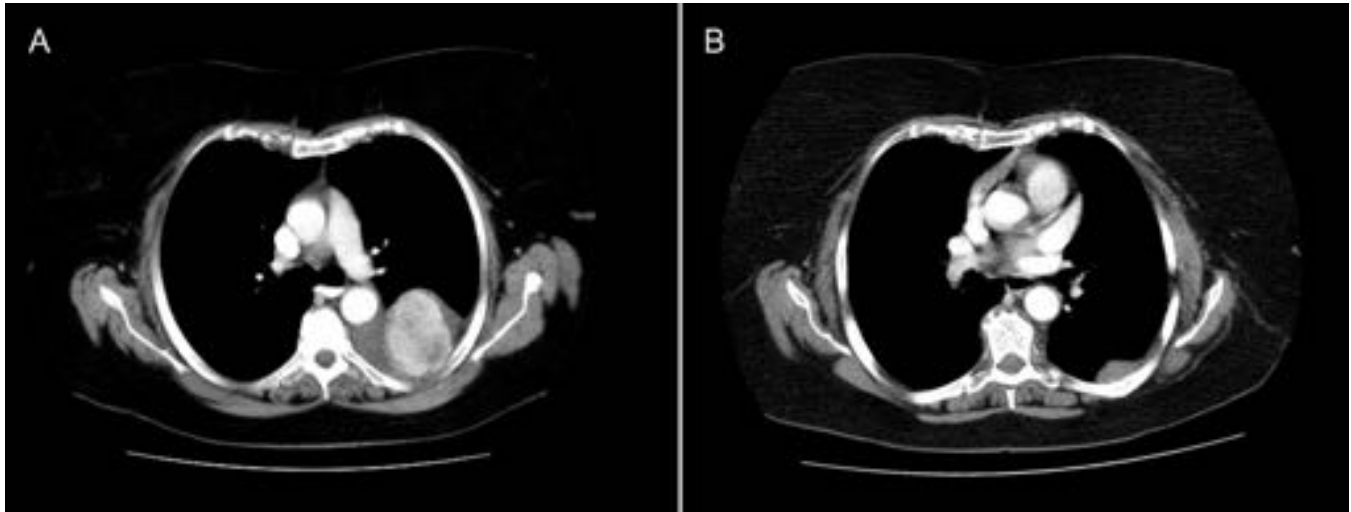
Tumor fibroso pleural maligno en una mujer de 71 años que acude por dolor costal izquierdo. A. TC con contraste IV con ventana de mediastino. Masa sólida heterogénea con realce, de dependencia pleural izquierda y derrame pleural asociado. B. TC con contraste IV con ventana de mediastino 1 año después de la resección completa. Recidiva local con aparición de masa sólida en la misma localización. La paciente evolucionó mal, con metástasis pleuropulmonares y óseas.
